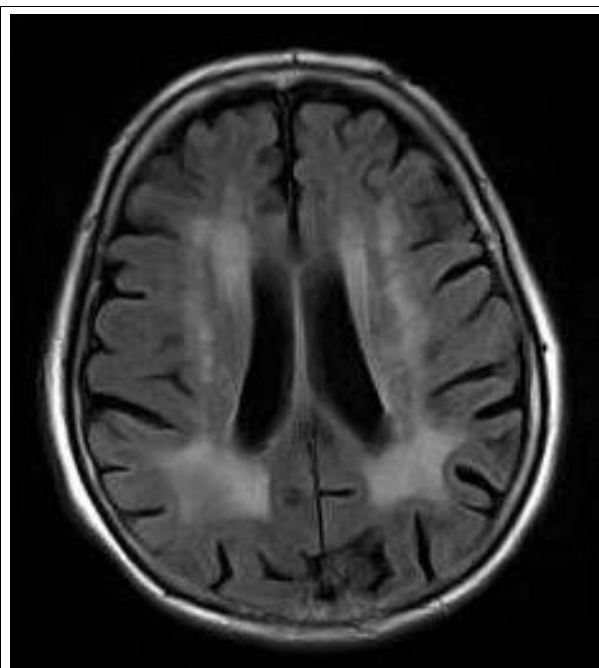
WMH in einer FLAIR-Wichtung
